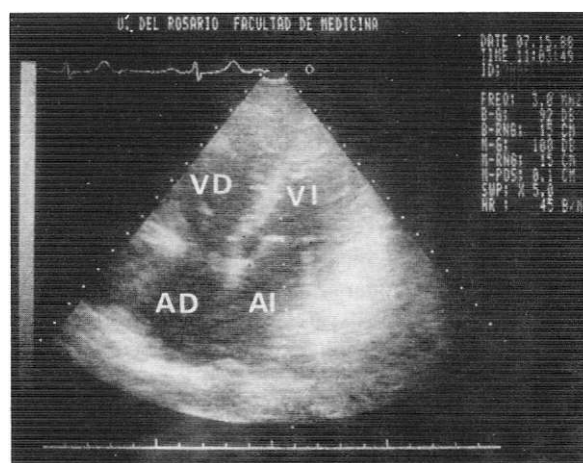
Ecocardiograma bidimensional en proyección subcostal cuatro cámaras. Se aprecia el defecto en el septum interauricular.
